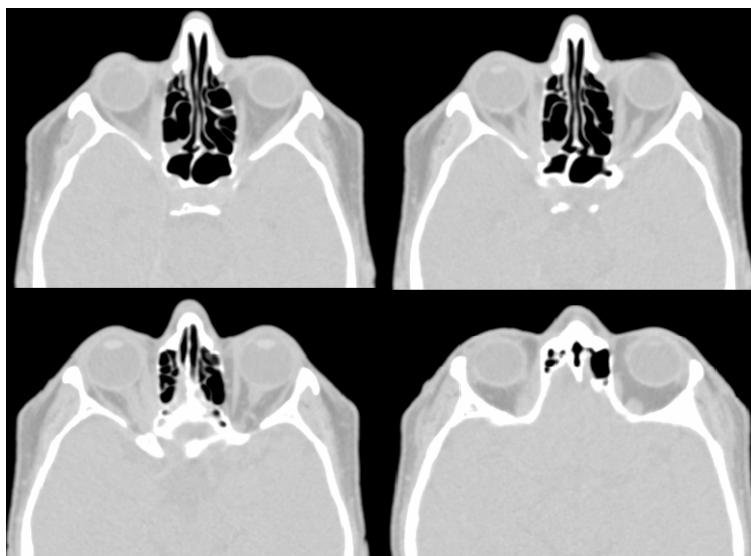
КТ орбит пациента с псевдотумором правой орбиты – стадия склероза (аксиальная проекция)
